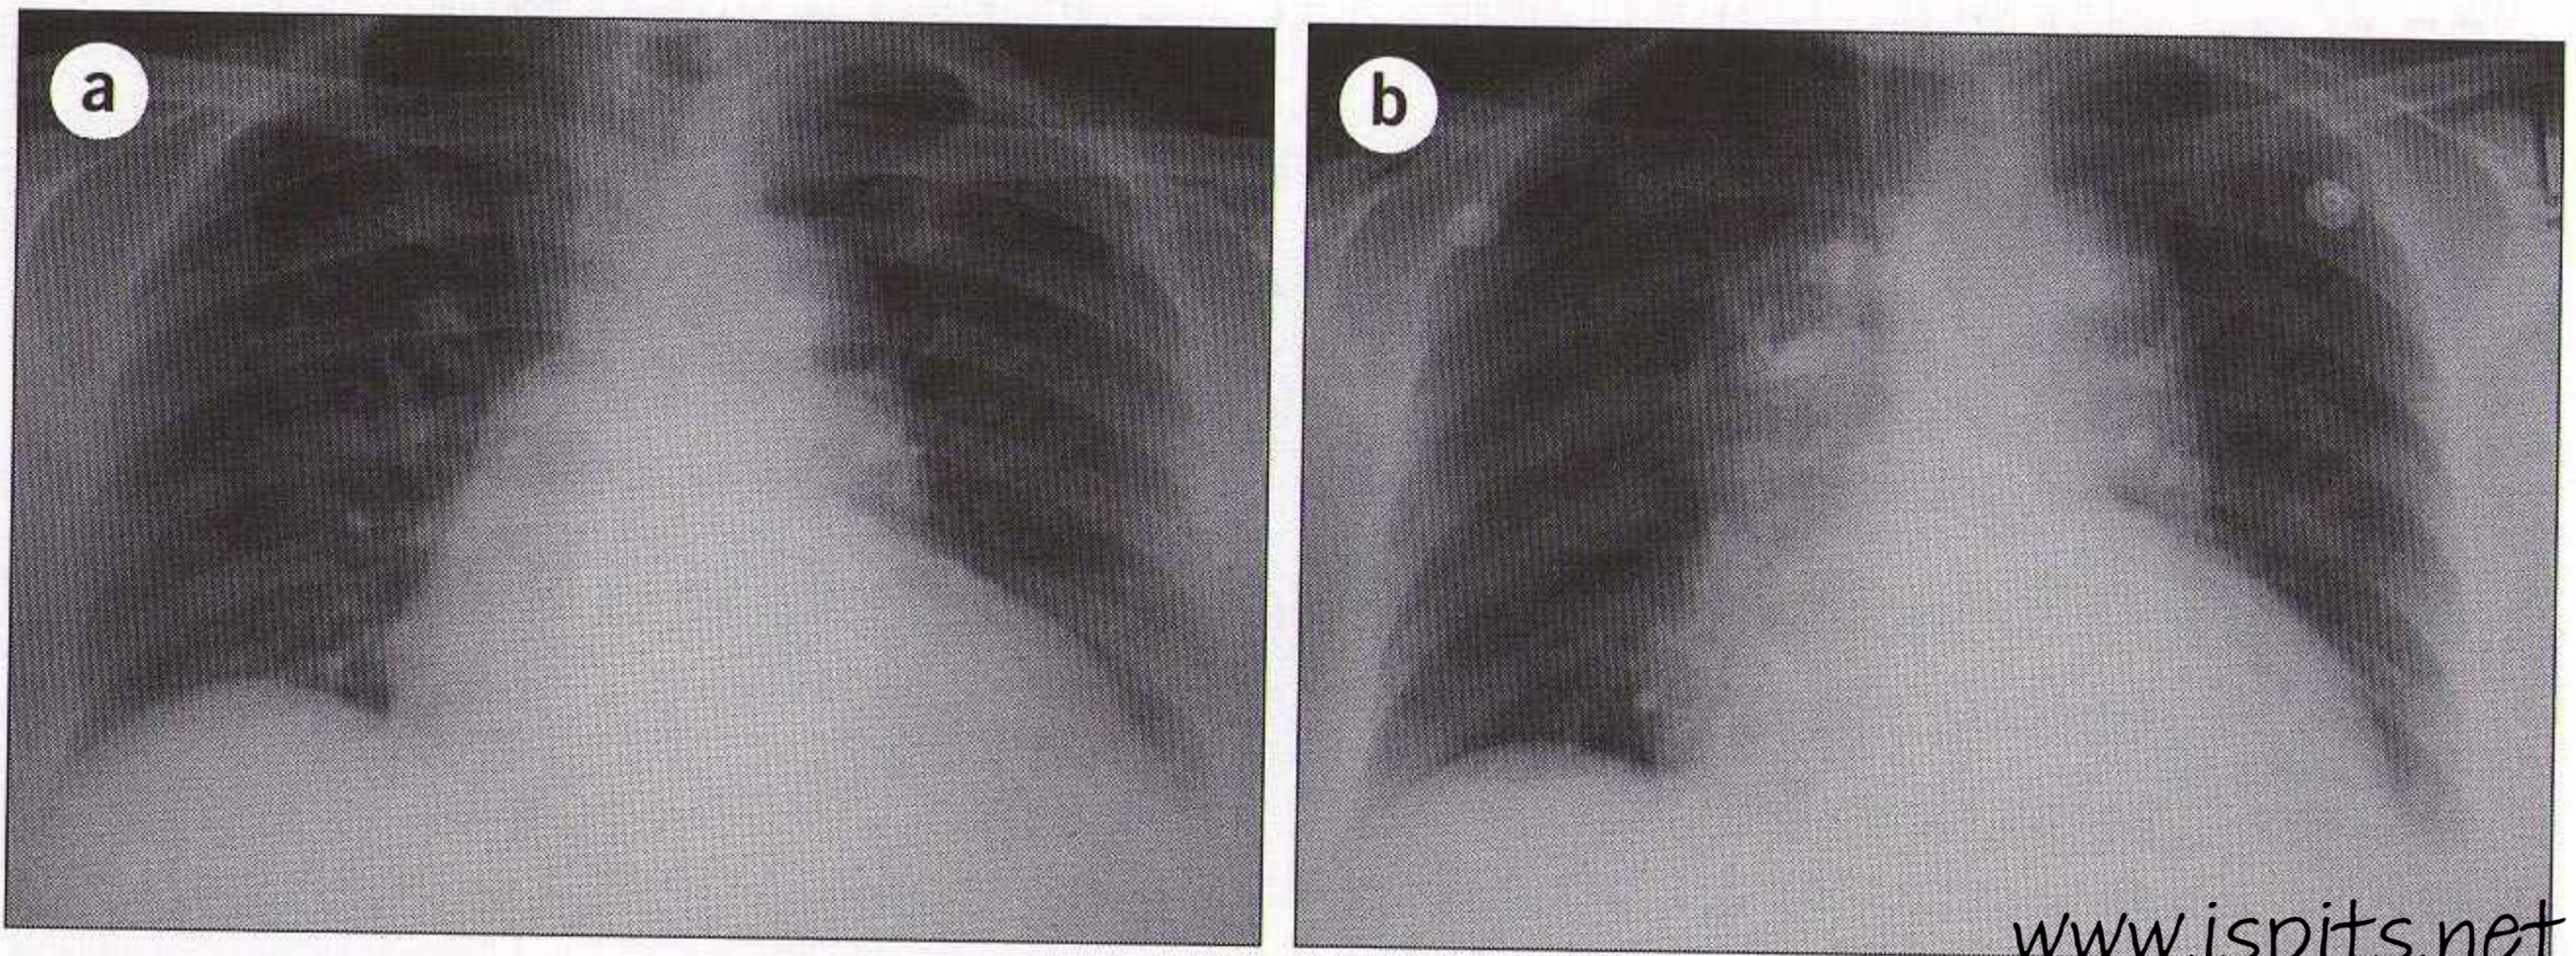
(a) Radiographie antéropostérieure : aorte déroulée chez un patient d'âge moyen. (b) Radiographie antéropostérieure du même patient quelques années plus tard aux urgences. Majoration de l'élargissement du médiastin lié à une dissection aortique. L'exploration d'une suspicion de dissection aortique repose plus sur les antécédents et l'examen clinique que sur l'aspect radiographique.
